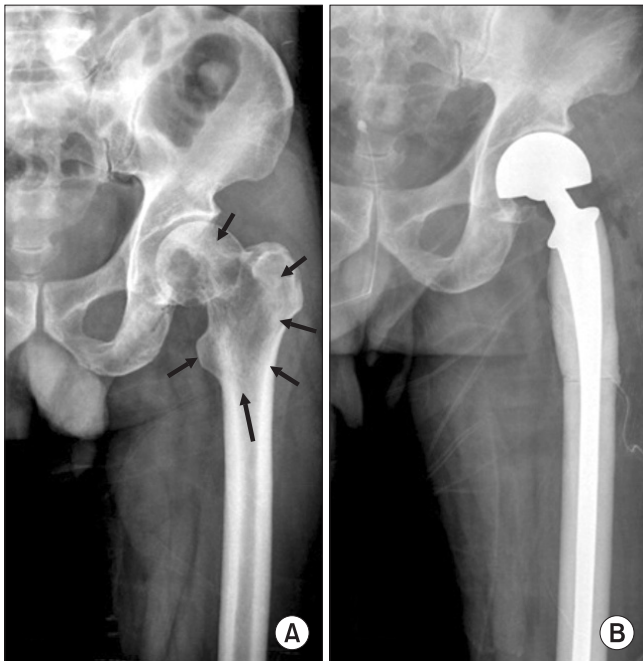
(A) Pre-operative radiograph of wide spreaded peritrochanteric pathologic fracture of the left femur (arrow: tumor extent). (B) Immediate postoperative radiograph after bipolar hip replacement using long femoral stem.
